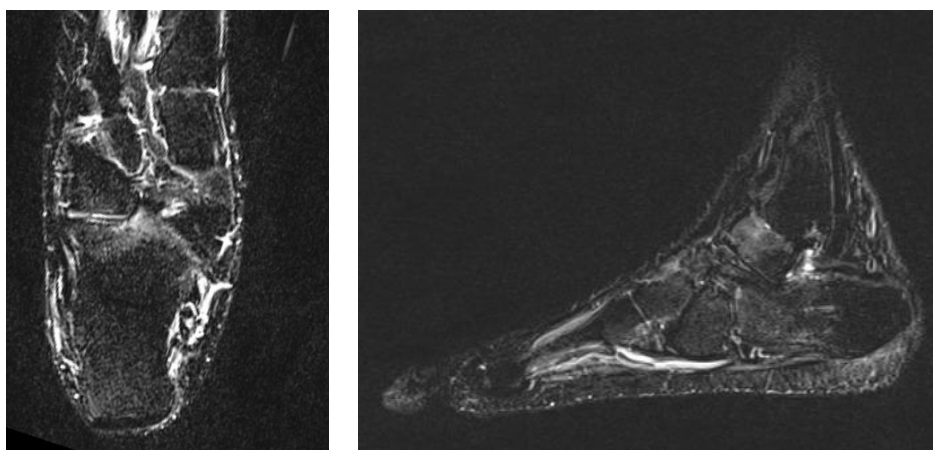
МРТ стопы после лечения. Регресс отека КМ
